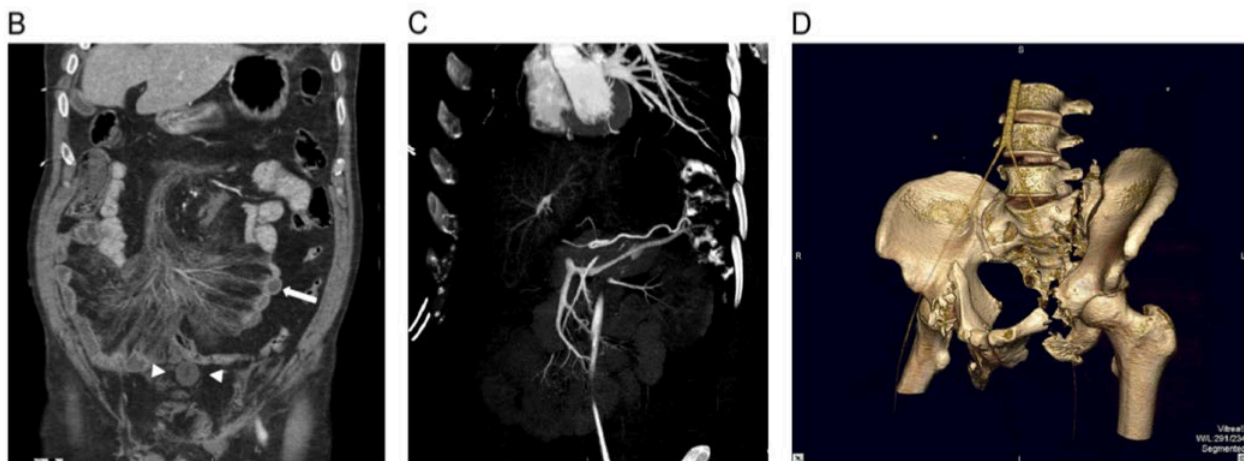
imágenes de PanCat B-TC abdominal, C- Sangrado Activo del bazo, D reconstrucción volumétrica de pelvis
